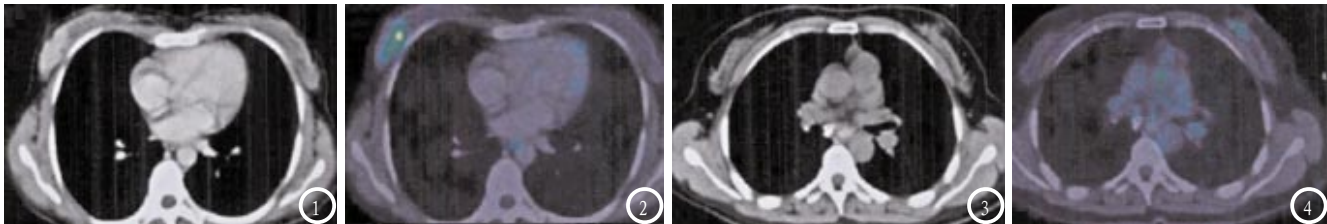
为右乳癌患者图像，其中图1 为CT图像，增强图像显示右乳不规则团块状稍高密度影；图2 为CT/PET图像，可见右乳出现异常放射性浓聚，明显高于左乳。图3-4 为左乳癌患者图像，其中图3 为CT图像，图像显示左乳未见明确异常密度占位征象；图4 为CT/PET图像，可见左乳相应部位出现异常放射性浓聚。
